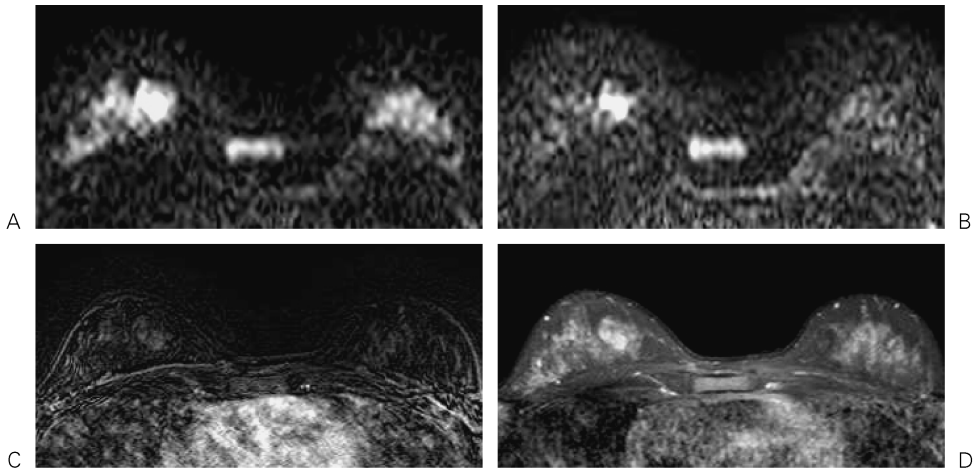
A 46-year-old female with non-invasive lobular carcinoma derived from sclerosing adenosis in the right breast and bilateral fibrocystic disease is shown. The mass in the upper medial area of the right breast is depicted both on DWI with $b=750$ (A) and DWI with $b=1500$ (B). However, the surrounding breast gland is more effectively suppressed on B as compared with A. Therefore, the tumor can be more easily pointed out on B. On subtracted dynamic study (C) and post-contrast T1-TSE with fat suppression (D), differentiation between the tumor and breast gland is difficult.
